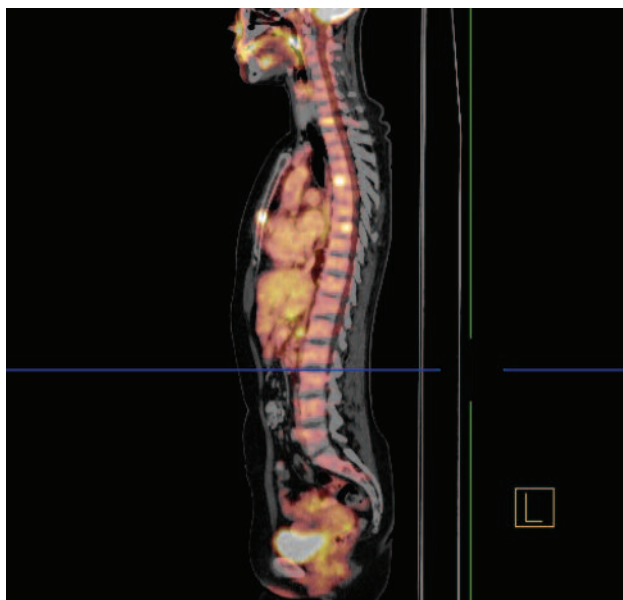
ПЕТ/КТ, сагітальний зріз. Метастази раку молочної залози в скелет
